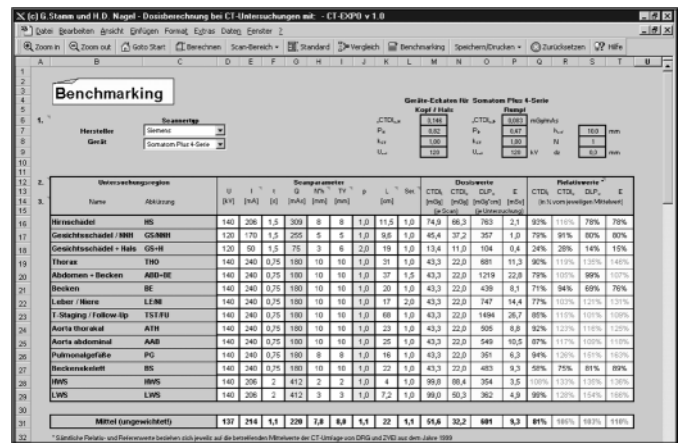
Excel-Arbeitsblatt für das Anwendungsmodul „Benchmarking“. Dieses Modul erlaubt Dosisberechnungen und -vergleiche mit den Ergebnissen der bundesweiten CT-Umfrage auf einen Blick für insgesamt 14 Standard-CT-Untersuchungsregionen.
